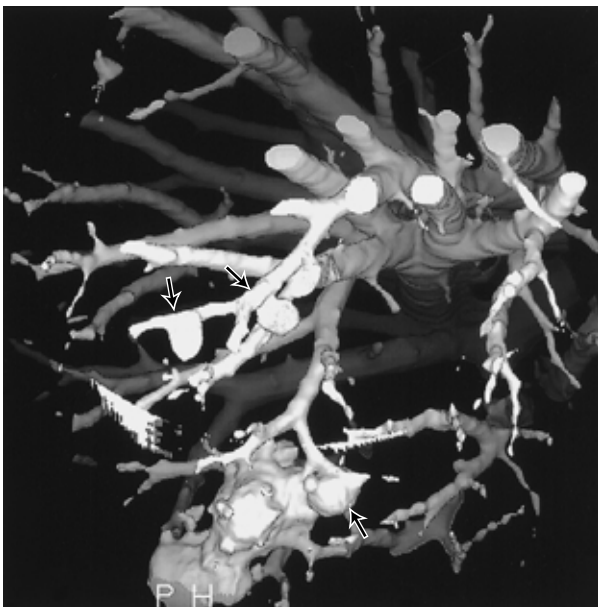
Posterior view of 3D image obtained by helical CT scan depicts lesions as clusters of small nodules. Other small nodules are observed around peribronchovascular bundles as " tree-in-bud " formations (arrows)
